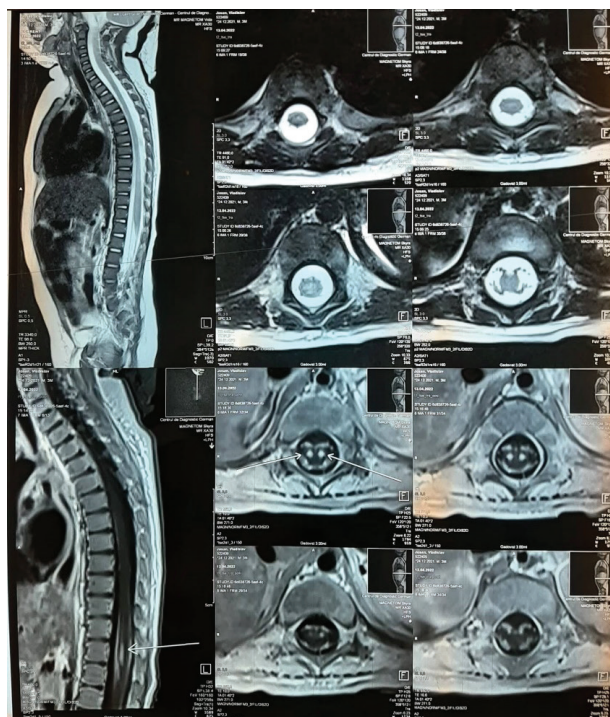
RMN -3T a regiunii dorsale a coloanei vertebrale cu contrast: date RMN sugestive pentru ischemie acută/subacută a conului medular.
